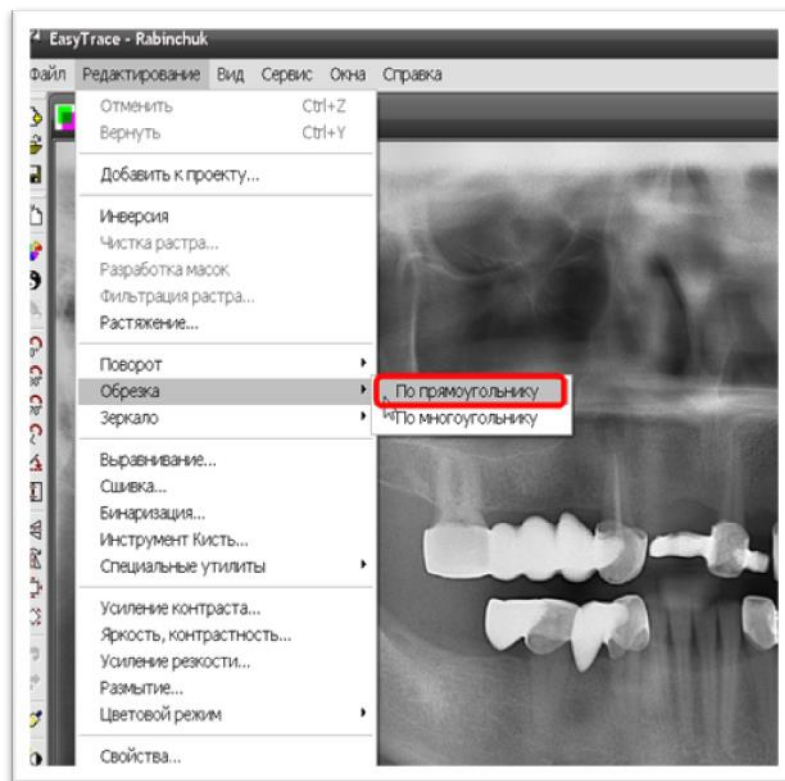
Вибір фрагменту ортопантомограми для обрізки.
